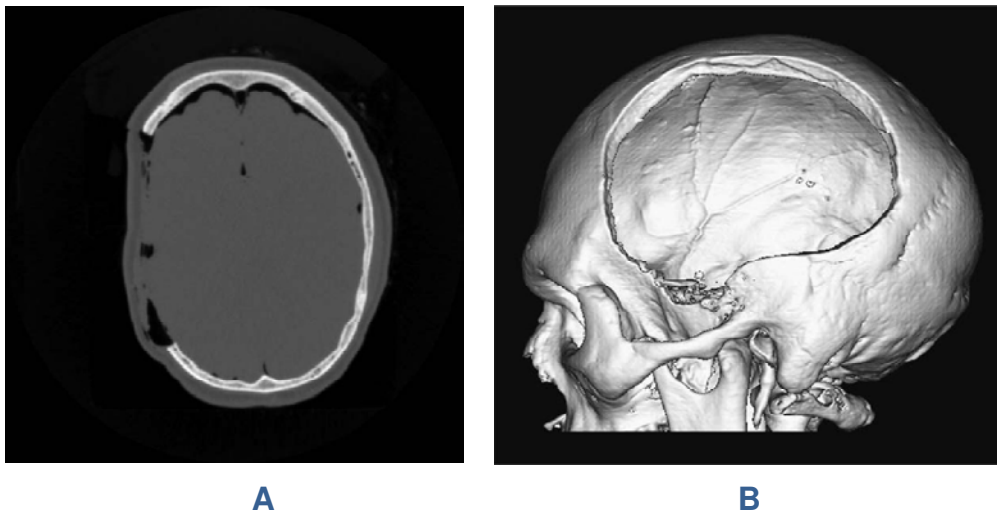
A) TC de un defecto lateral de cráneo. B) Imagen 3D, mostrando el gran defecto del cráneo.¹⁵
